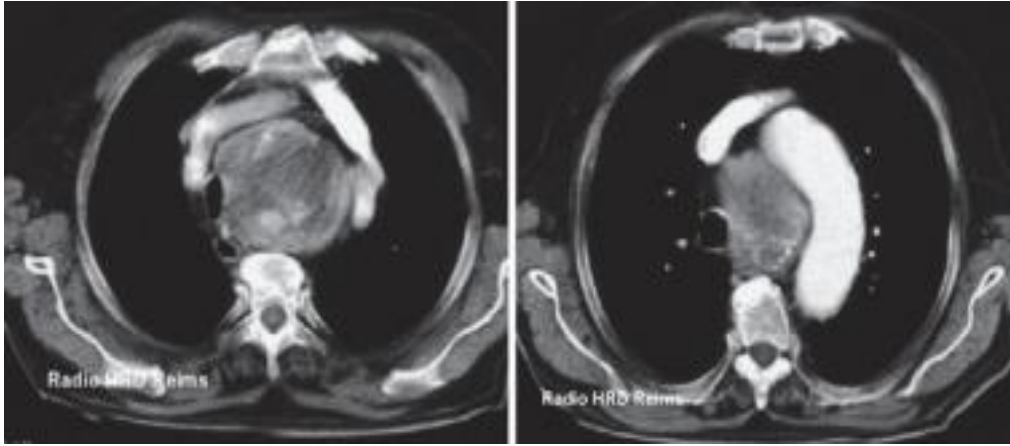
Goitre thyroïdien en TDM.
